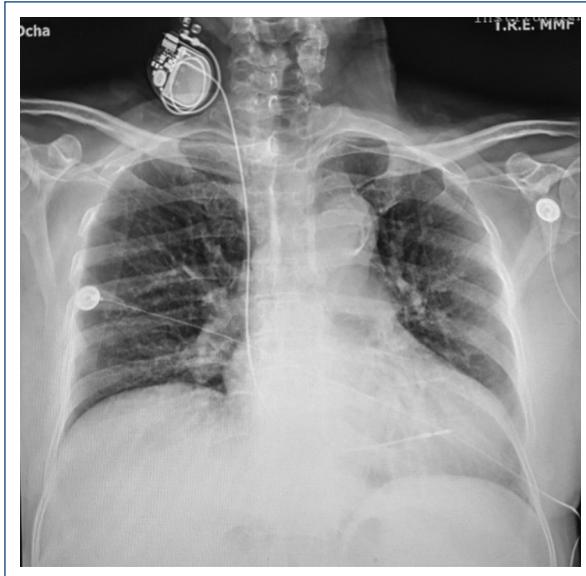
Radiografia post colocación
